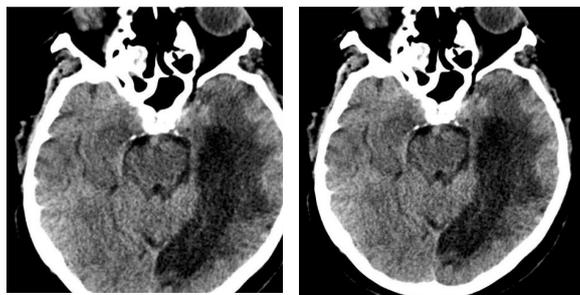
КТ головного мозга у пациента с неврологическим осложнением «COVID-19». Цит. Filatov et al., 2020. Обозначения: на КТ в левом полушарии определяется постинсультная киста вследствие ранее перенесенного инсульта мозга. В правой височной области определяется зона гиподенсивного сигнала (стрелка).
